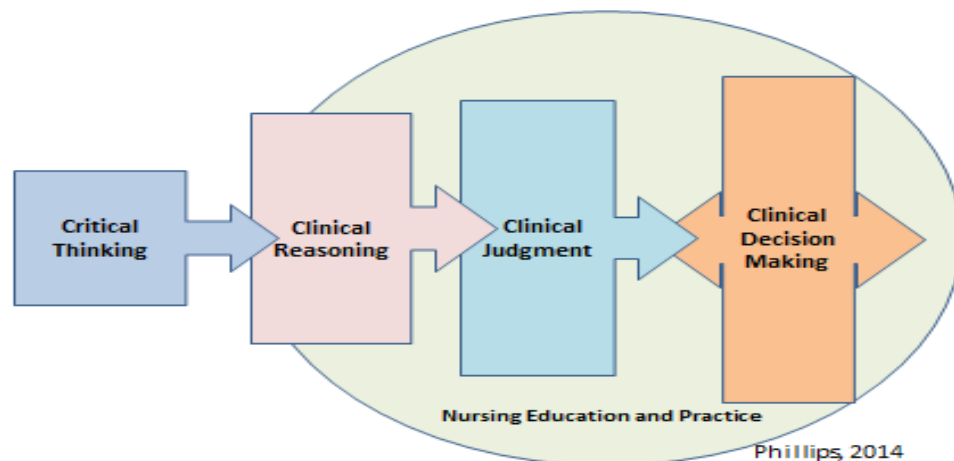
Connection between CT, CR, CJ, and CDM (Phillips 2014)
